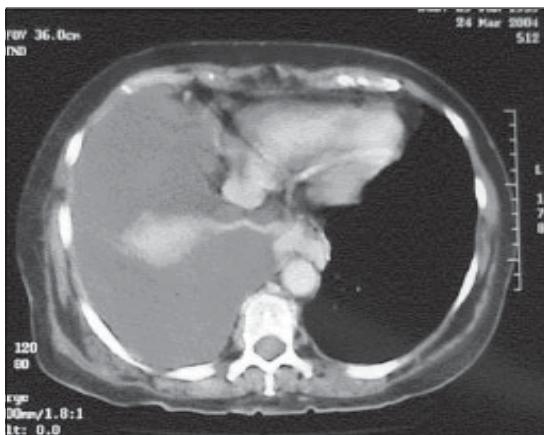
Tomografía axial computada de tórax que muestra importante derrame pleural derecho con colapso parcial del lóbulo pulmonar inferior derecho en ausencia de neumonía y pulmón izquierdo normal. No hay evidencias de cardiomegalia.
